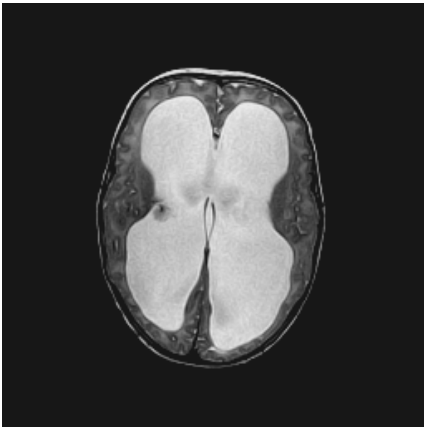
Врожденная гидроцефалия. МРТ в T2 ВИ
